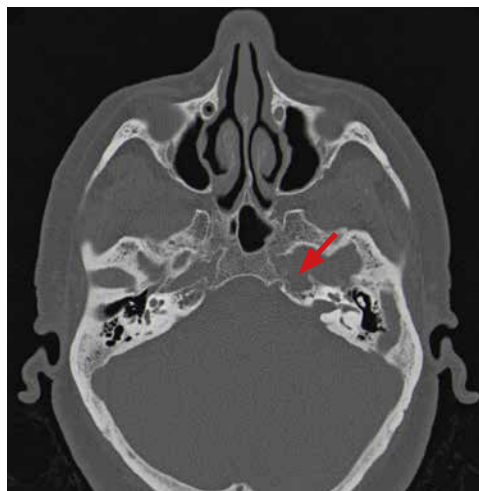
TAC de base de cráneo con ventana ósea.
